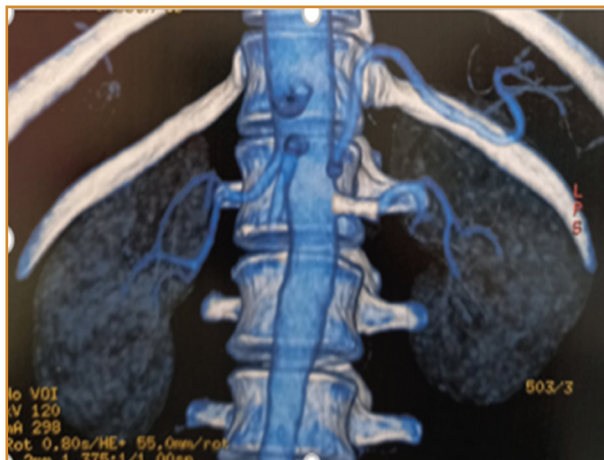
Tomografia Computadorizada de Abdome e Pelve (18/01/2021). Presença de *Stent* Vascular da Artéria Renal a Esquerda com impregnação luminal preservada.
